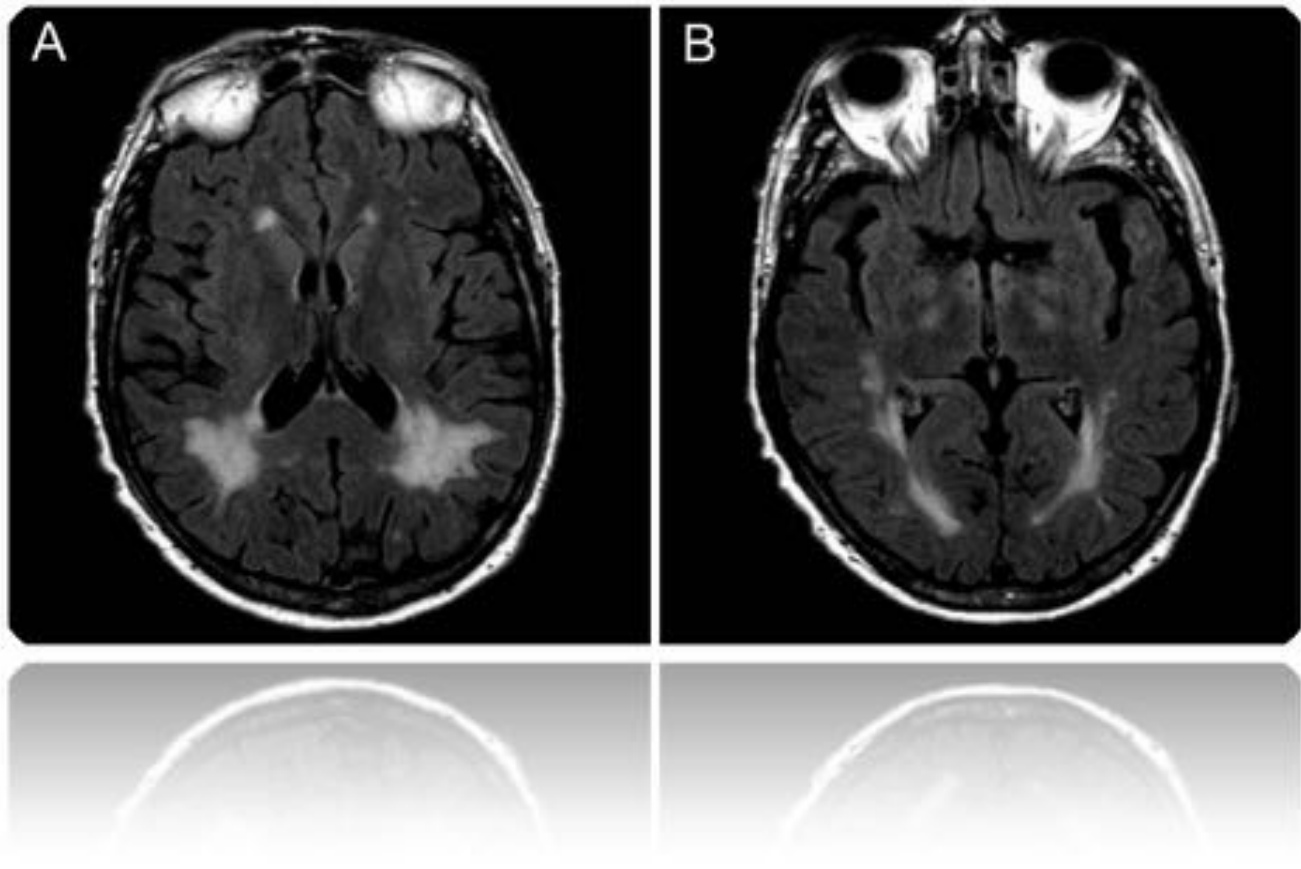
RM cerebral en planos axiales y secuencias FLAIR (A,B) que demuestran una hiperintensidad bilateral y relativamente simétrica que afecta a ambos globos pálidos, región posterior del III ventrículo y ambos núcleos caudatos, todo ello en relación con cambios de encefalopatía hepática aguda. También es evidente afectación crónica de la sustancia blanca periventricular, en relación con cambios de hipoperfusión crónica de la sustancia blanca.
